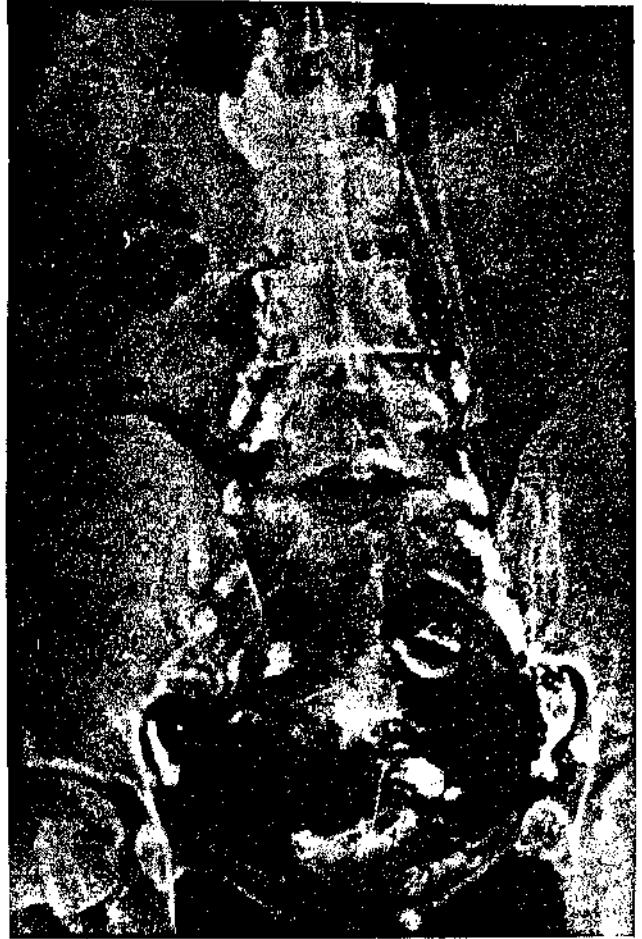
Flebografia p lvica associada a linfografia - 2^a radiografia.
